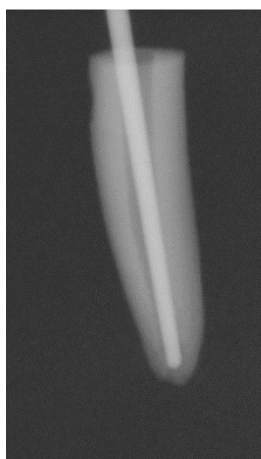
Radiografia com cone de gutta-percha (vestibular)
